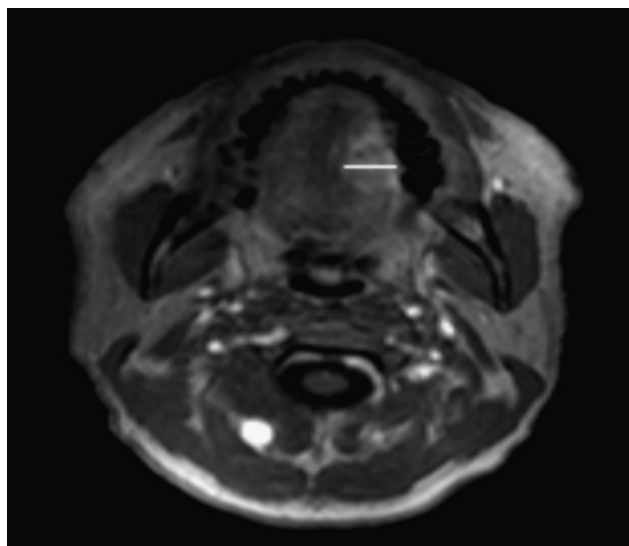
IRM faciale en coupe axiale, séquence T1 avec injection de gadolinium : Tumeur du bord latéral gauche sans anomalie locorégionale.
